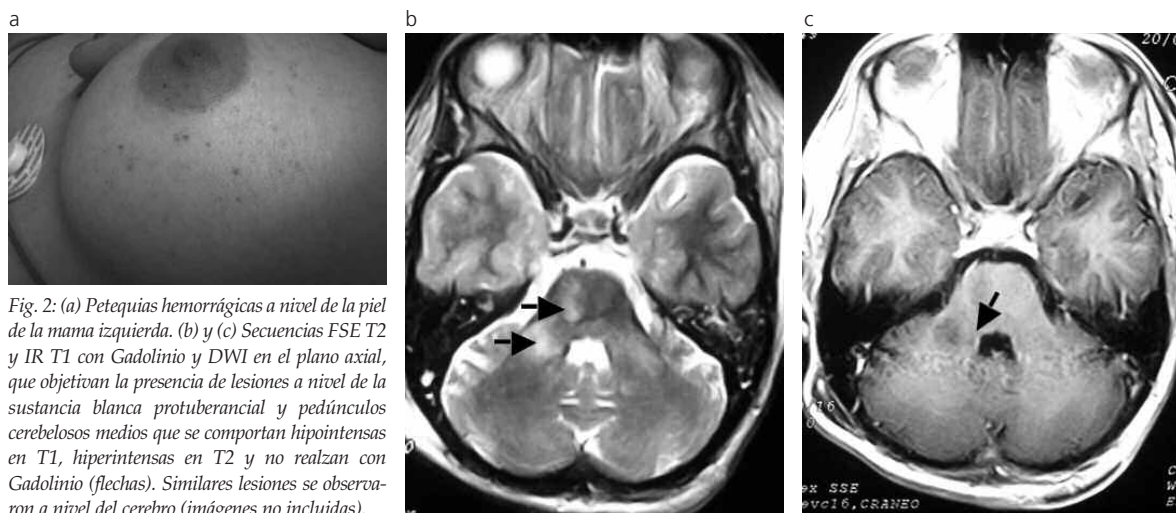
(a) Petequias hemorrágicas a nivel de la piel de la mama izquierda. (b) y (c) Secuencias FSE T2 y IR T1 con Gadolinio y DWI en el plano axial, que objetivan la presencia de lesiones a nivel de la sustancia blanca protuberancial y pedúnculos cerebelosos medios que se comportan hipointensas en T1, hiperintensas en T2 y no realzan con Gadolinio (flechas). Similares lesiones se observaron a nivel del cerebro (imágenes no incluidas).
